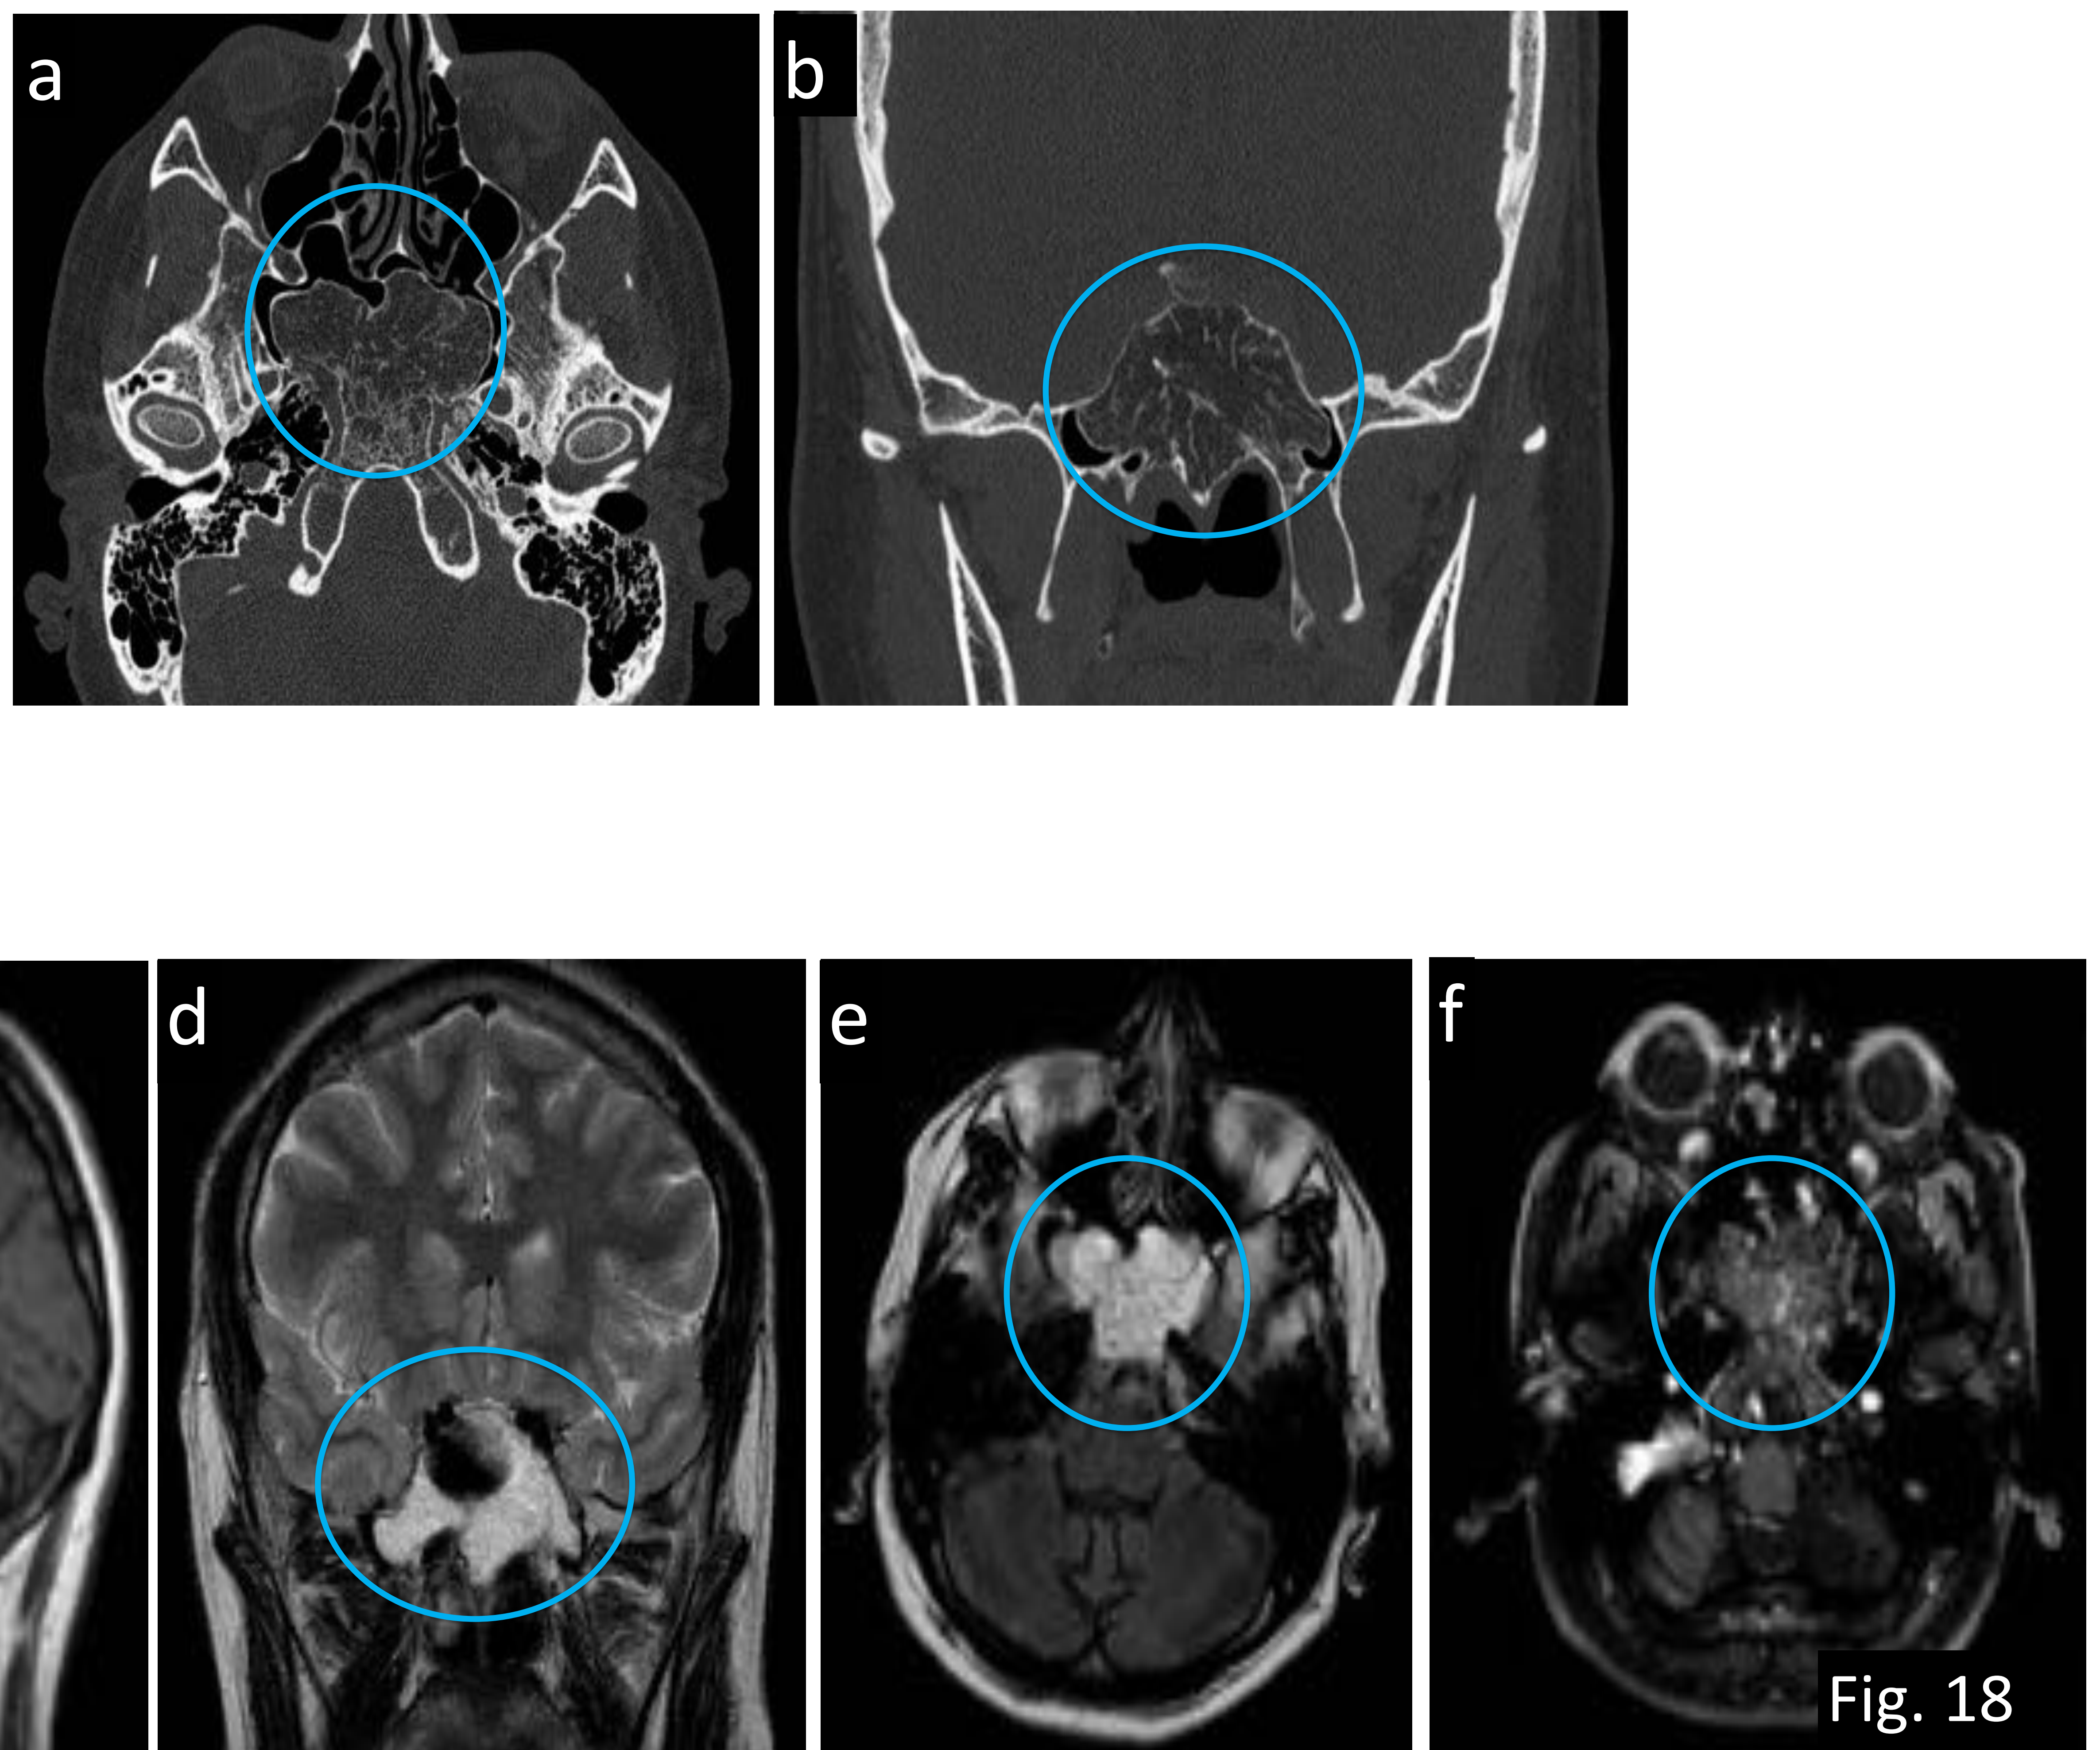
a)TC axial y b) TC coronal con ventana hueso donde se visualiza una lesión no expansiva con márgenes esclerosos que afecta al hueso esfeno-basilar con predominio de densidad grasa y patrón trabecular en su interior (círculos). c) Sagital T1; d) Coronal T2 y e) Axial FLAIR: Lesión hiperintensa discretamente heterogénea con patrón trabecular en su interior. En f) Axial T1-Gd con saturación grasa se advierte que el componente grasa ha sido suprimido en su mayoría y no se evidencia captación de contraste.
